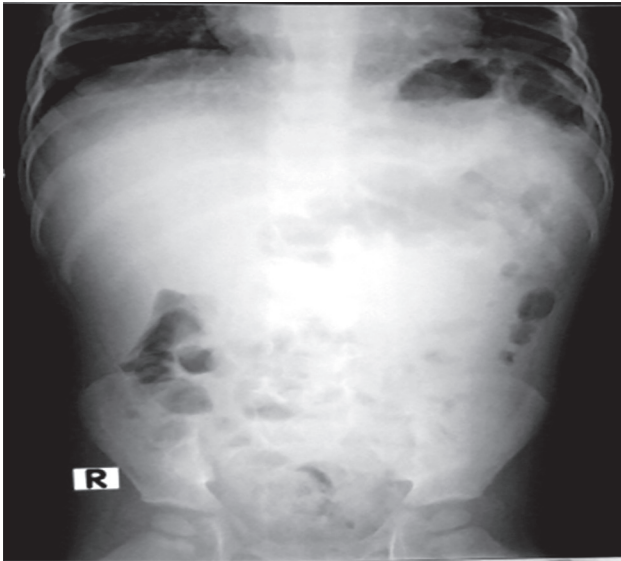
Radiografia abdominală simplă indică la prezența unei formațiuni tumorale, care deplasează ansele intestinale radiale
